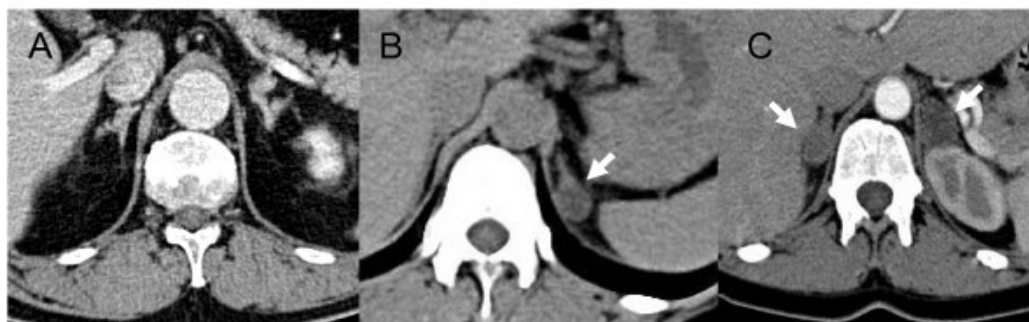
Tomografia computerizzata in tre pazienti con PA (Tratto da: Laurence Amar et al.) (19)
